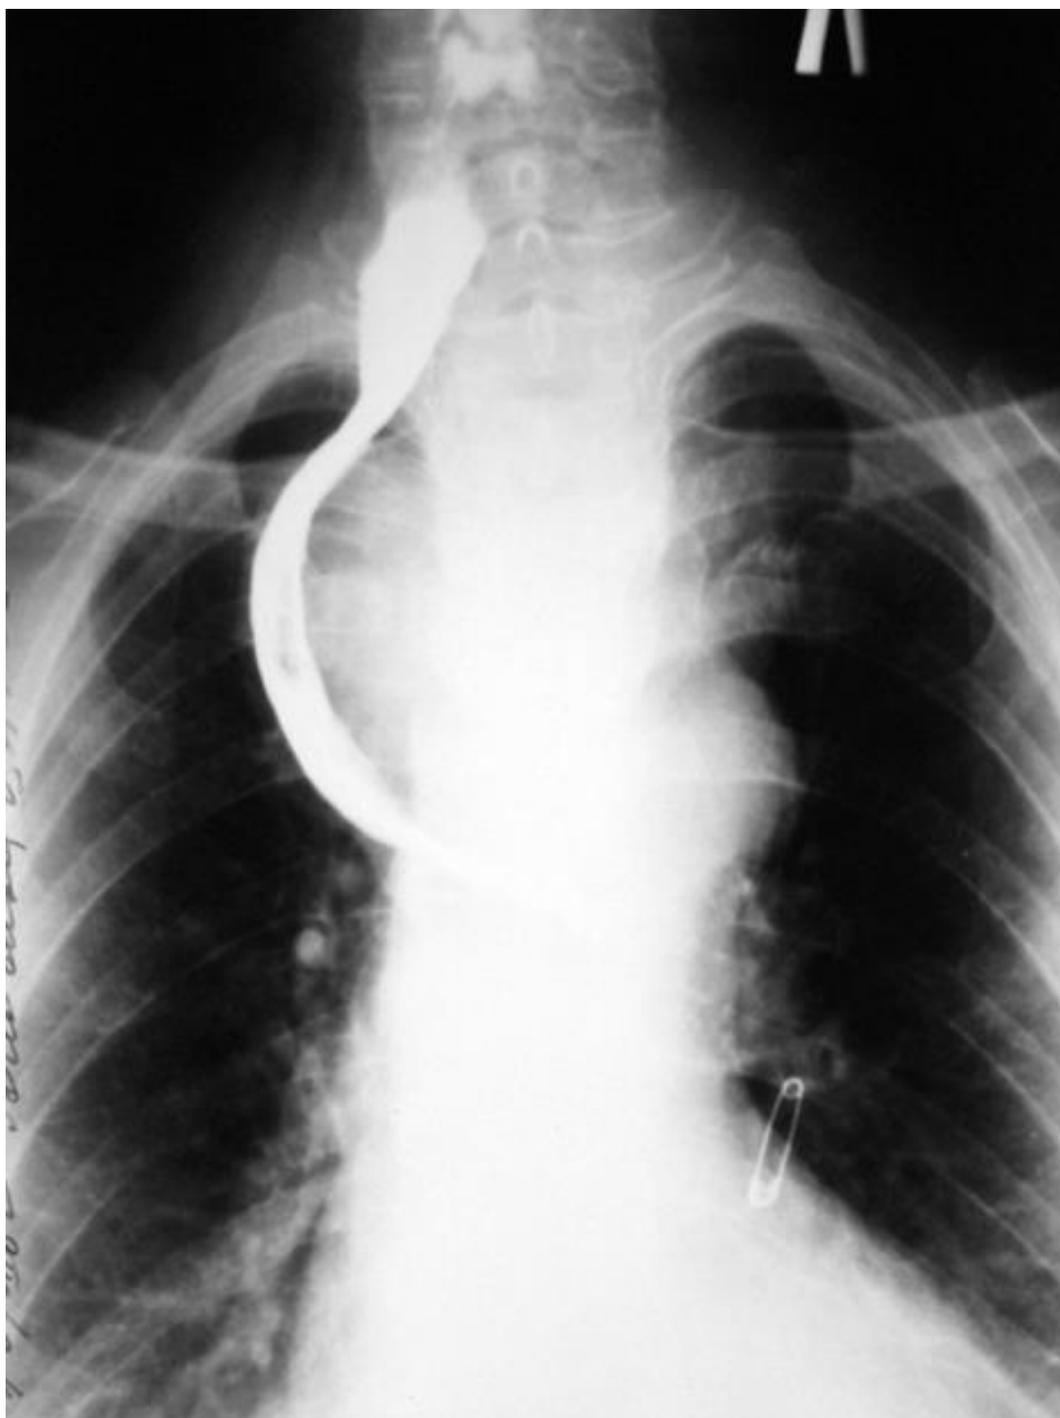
Рентгеноконтрастное исследование пищевода. Смещение пищевода и трахеи зобом большого размера.
